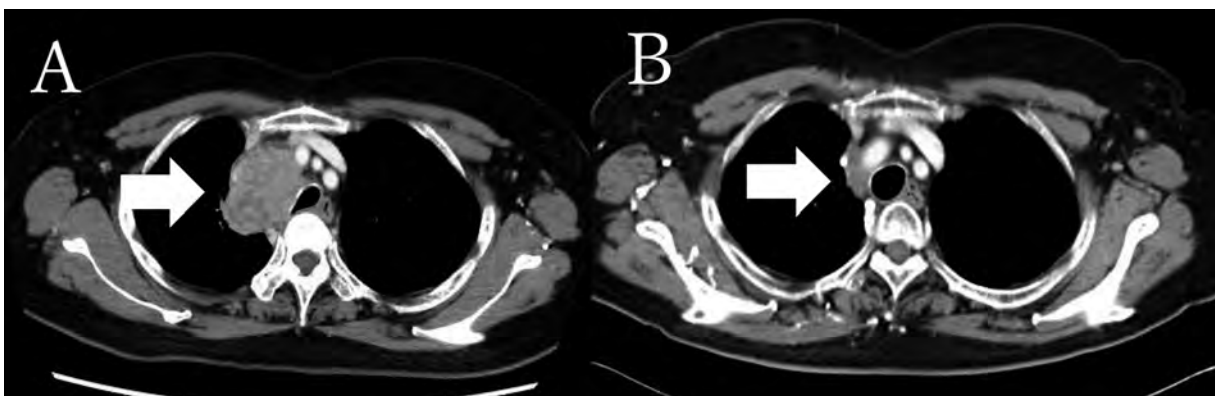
CT shows a new lymph node metastasis at the tracheal bifurcation (50 mm) after 9 months of the treatment with pembrolizumab, and shows a remarkable reduction by radiation therapy.
